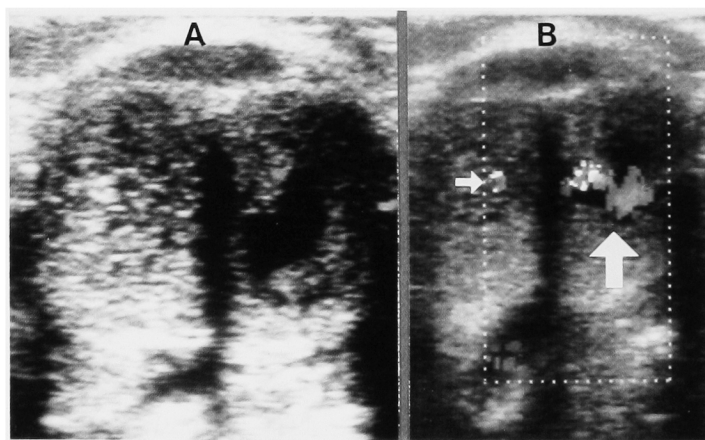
Transverse section image of penile shaft. A. Gray scale image demonstrates focal, oval and hypoechoic lesion within otherwise normal, homogeneous echogenicity of left corpus cavernosum. B. Color flow Doppler sonography revealed pulsatile, turbulent flow within this small cavity (large arrow). Small arrow shows right deep penile artery.
